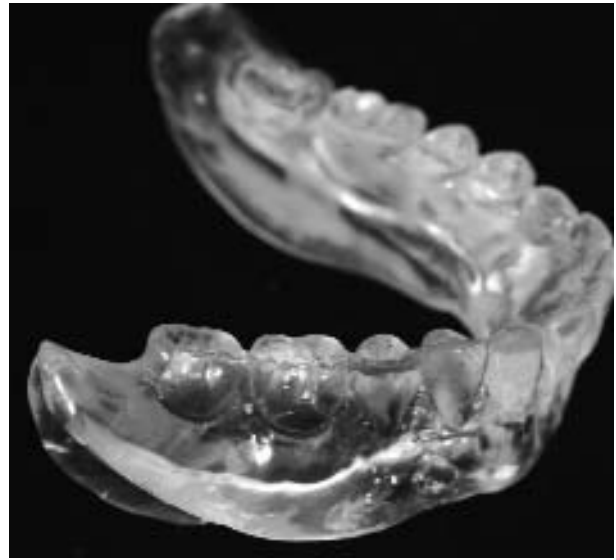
A, A esta mujer se le extrajeron los dientes y se le realizó una alveoplastia para alisar la porción crestral del reborde. Unos 8 años más tarde, se presentó para que se le haga una restauración inmediata de la mandíbula, guiada por TC.
